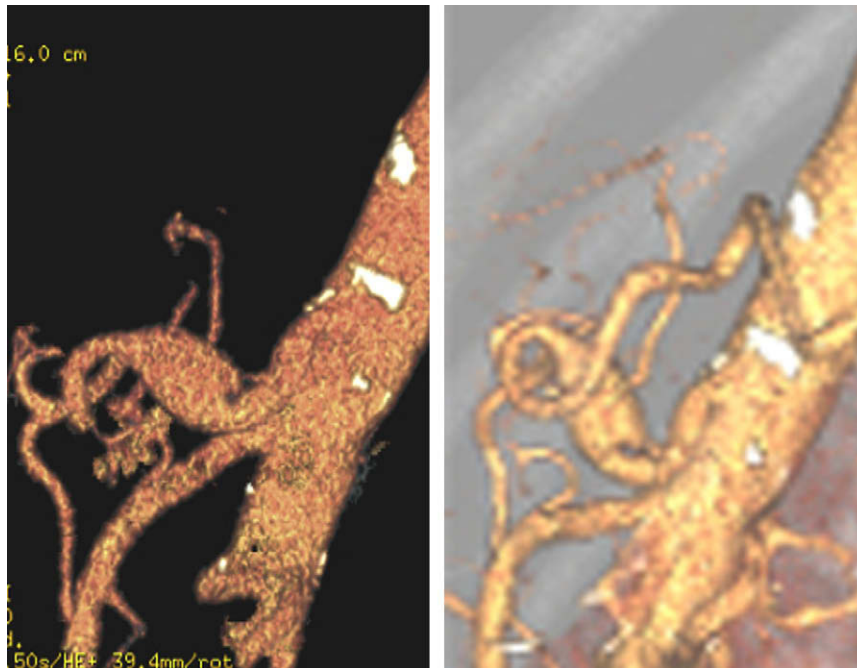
Paciente 3: la dissección y dilatación aneurismática de la arteria permanecen estables en la TC de seguimiento, efectuada a los 3 (izquierda) y 6 (derecha) meses.
